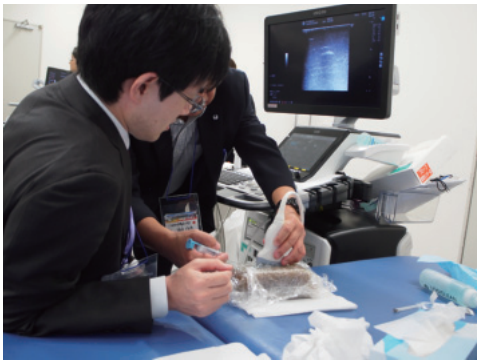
甲状腺超音波検査および穿刺のハンズオン講習
